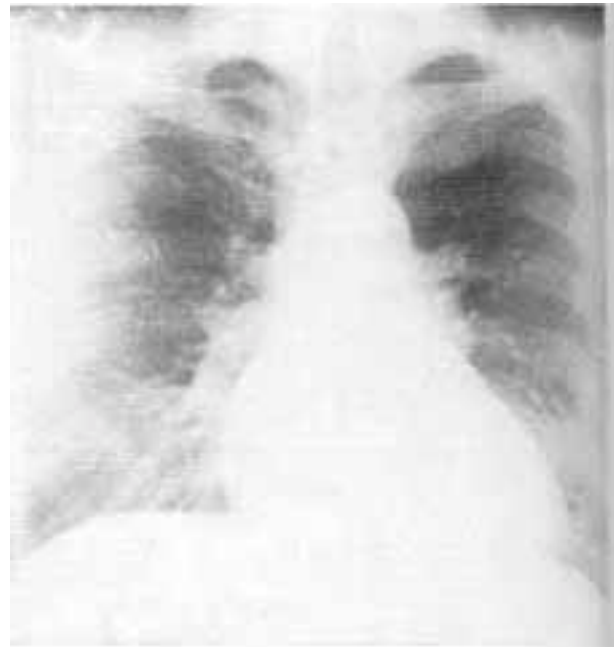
A radiografia de tórax mostrou cardiomegalia (2+/4) por aumento do ventrículo esquerdo.
